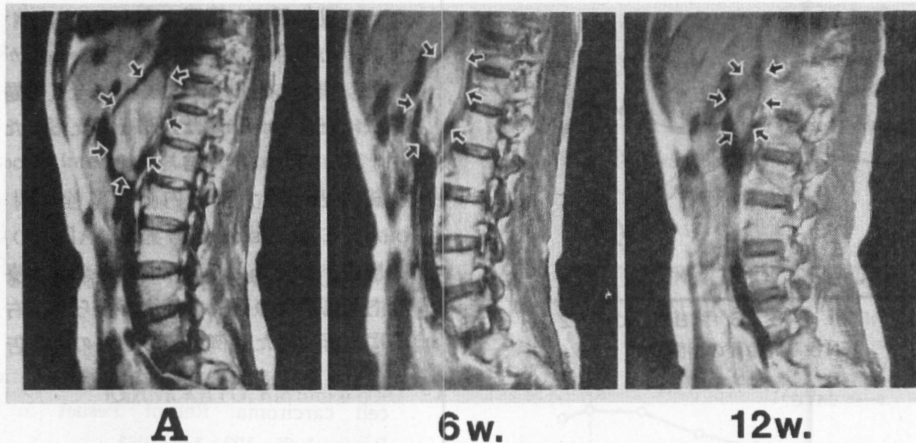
MRI 側面像：下大静脈内腫瘍塞栓の変化，A：治療開始前
